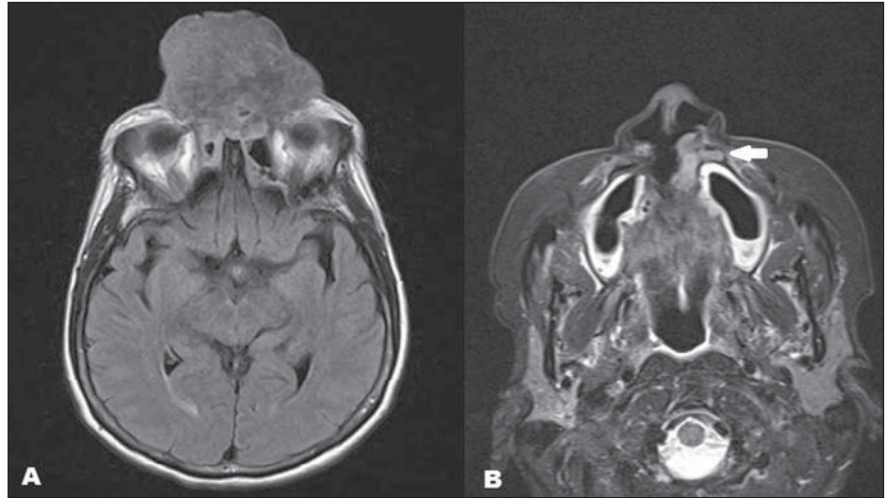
A: Imagem axial, sequência FLAIR, demonstrando lesão heterogênea, discretamente hiperintensa, com importante destruição da linha média. B: Imagem axial ponderada em T2 STIR mostra pequena lesão sincrônica (seta), com discreto hipersinal, adjacente à parede lateral do óstio nasal esquerdo, em íntimo contato com o processo palatino da maxila. Biópsia revelou tratar-se de carcinoma epidermoide.
